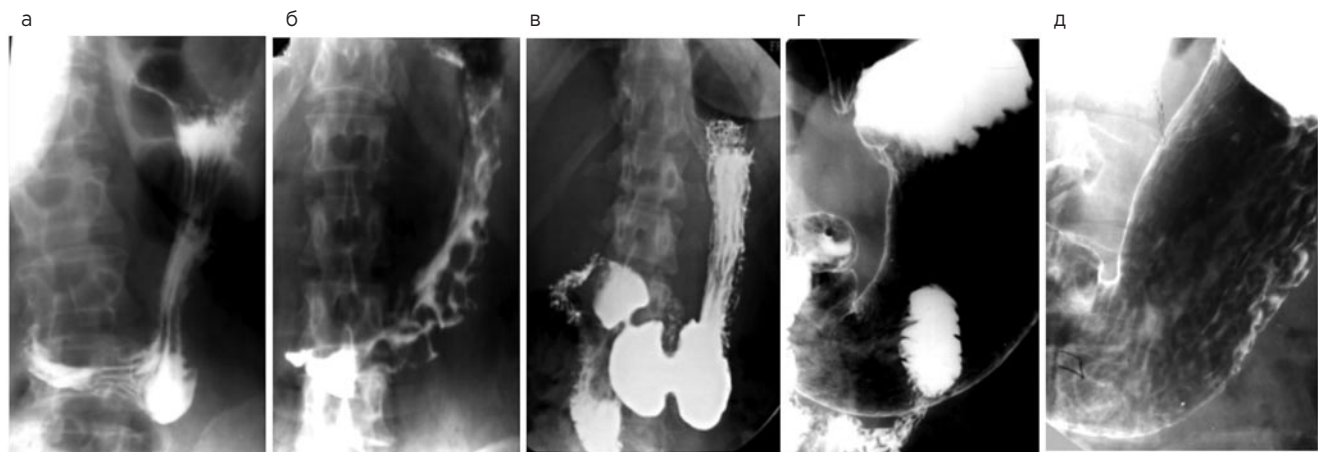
Рентгенография пищевода в фазу тугого наполнения: а – ценокерический дивертикул; б – рубцовая стриктура (химический ожог); в – рак пищевода; г – грыжа пищеводного отверстия диафрагмы.
